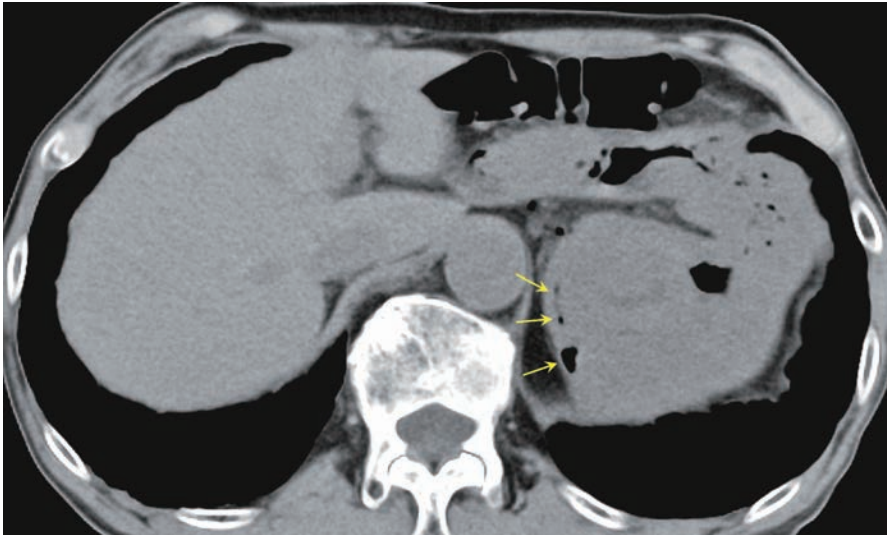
凝固止血後の腹部単純 CT 検査.
